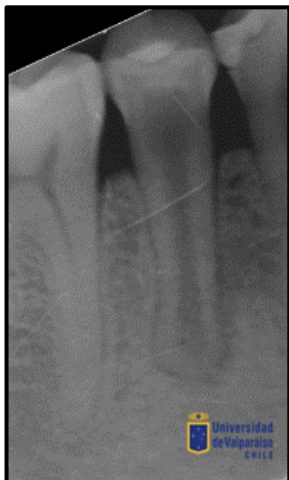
Radiografía de control 12 meses. Se aprecia disminución de la lesión apical sin remisión completa. Aumento del grosor de las paredes dentinarias sin cierre apical.
